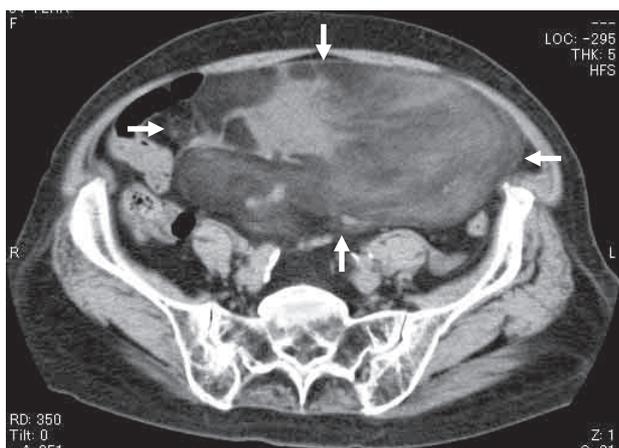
腹部 CT 所見：境界明瞭，表面平滑で内部構造が不均一な 24×18×13cm 大の腫瘤を認めた（白矢印）。
